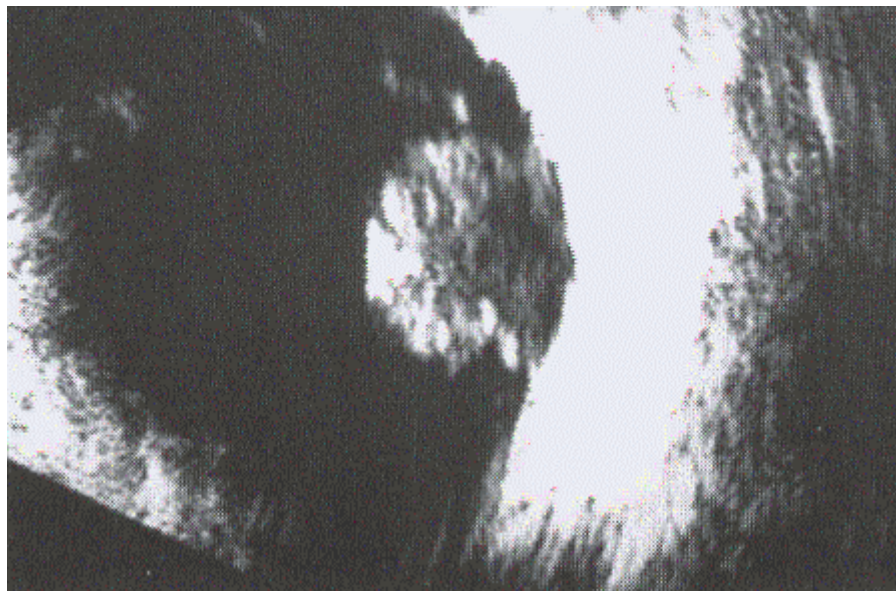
Ecografía de melanoma con forma de domo.
